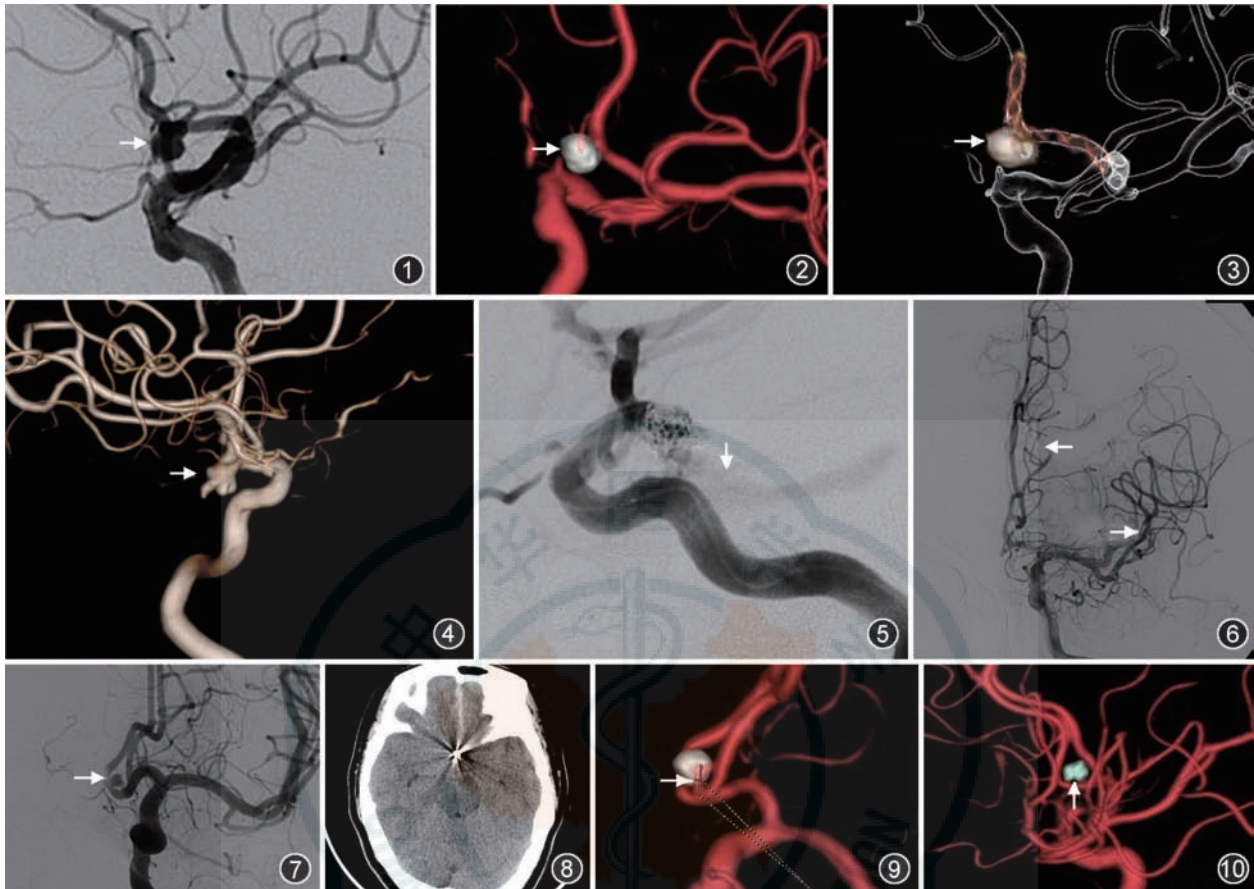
~3 男,76岁,前交通宽颈动脉瘤,行支架辅助下介入栓塞术。术前二维DSA(2D-DSA)(图1)显示前交通动脉瘤(↑);术后双容积重组图像显示动脉瘤已致密栓塞,同时显示弹簧圈及血管,同时可清楚地显示动脉瘤栓塞的程度,瘤颈、瘤体是否残留,载瘤动脉及周围小分支是否受影响(图2↑);载瘤动脉透明化处理后的双容积重组图像(图3)可清晰显示支架张开的情况、释放的位置以及与栓塞术后弹簧圈的关系(↑) 图4,5 女,63岁,右后交通动脉瘤,术前3D-DSA(图4)显示右后交通“分叶状”动脉瘤(↑);术中栓塞过程中见动脉瘤底部对比剂外溢(图5↑) 图6 男,32岁,前交通动脉瘤,术中造影发现左侧大脑前动脉及大脑中动脉部分分支出现充盈缺损,管腔狭窄明显(↑) 图7~10 50岁,前交通动脉瘤栓塞术后4个月10d复发患者。第一次栓塞术前2D-DSA显示前交通动脉瘤(图7↑),术后4个月10d CT显示蛛网膜下腔少量出血(图8),术前双容积重组图像清楚显示前交通动脉瘤复发(图9↑),再次栓塞术后双容积重组图像显示前交通动脉瘤致密栓塞(图10↑)
